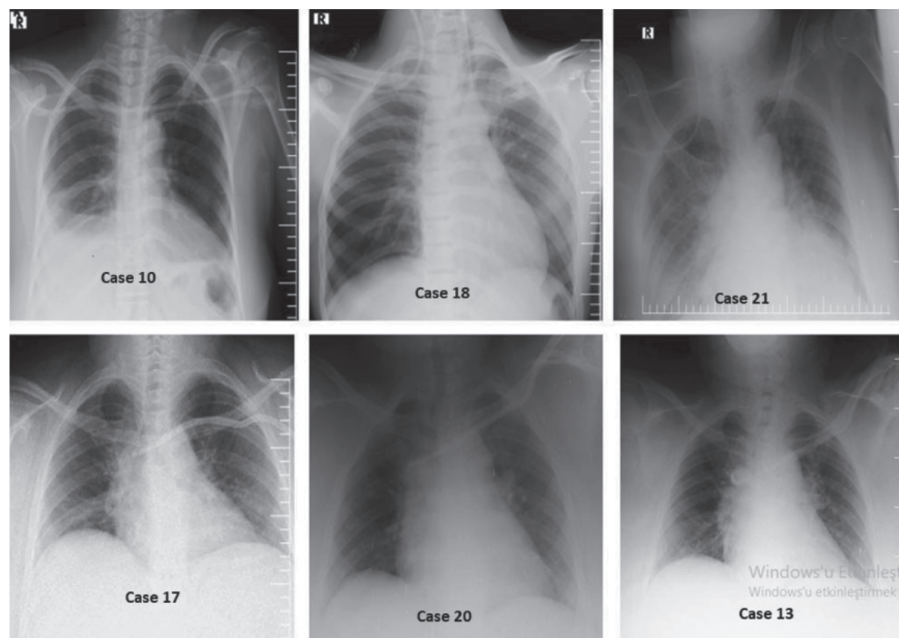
X-ray images of patients with catheter malposition
